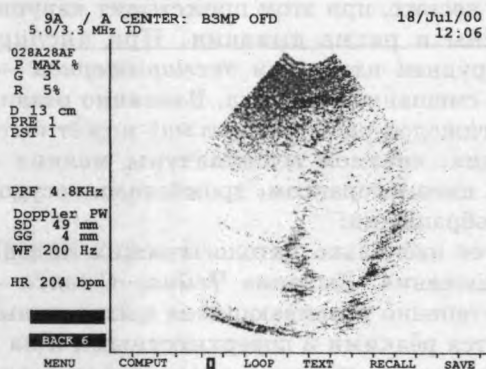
УЗИ сердца. Полости сердца (сверху — желудочки)
